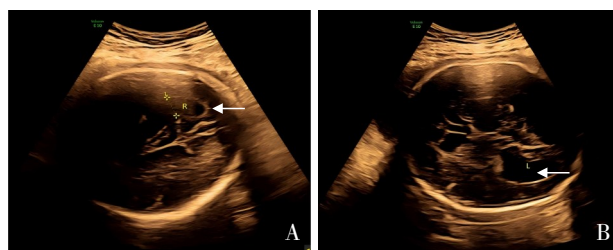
妊娠 31 周胎儿超声结果 A. 右侧侧脑室扩张 10.1 mm；B. 左侧侧脑室扩张 10.2 mm。箭头所指为病变位置。
